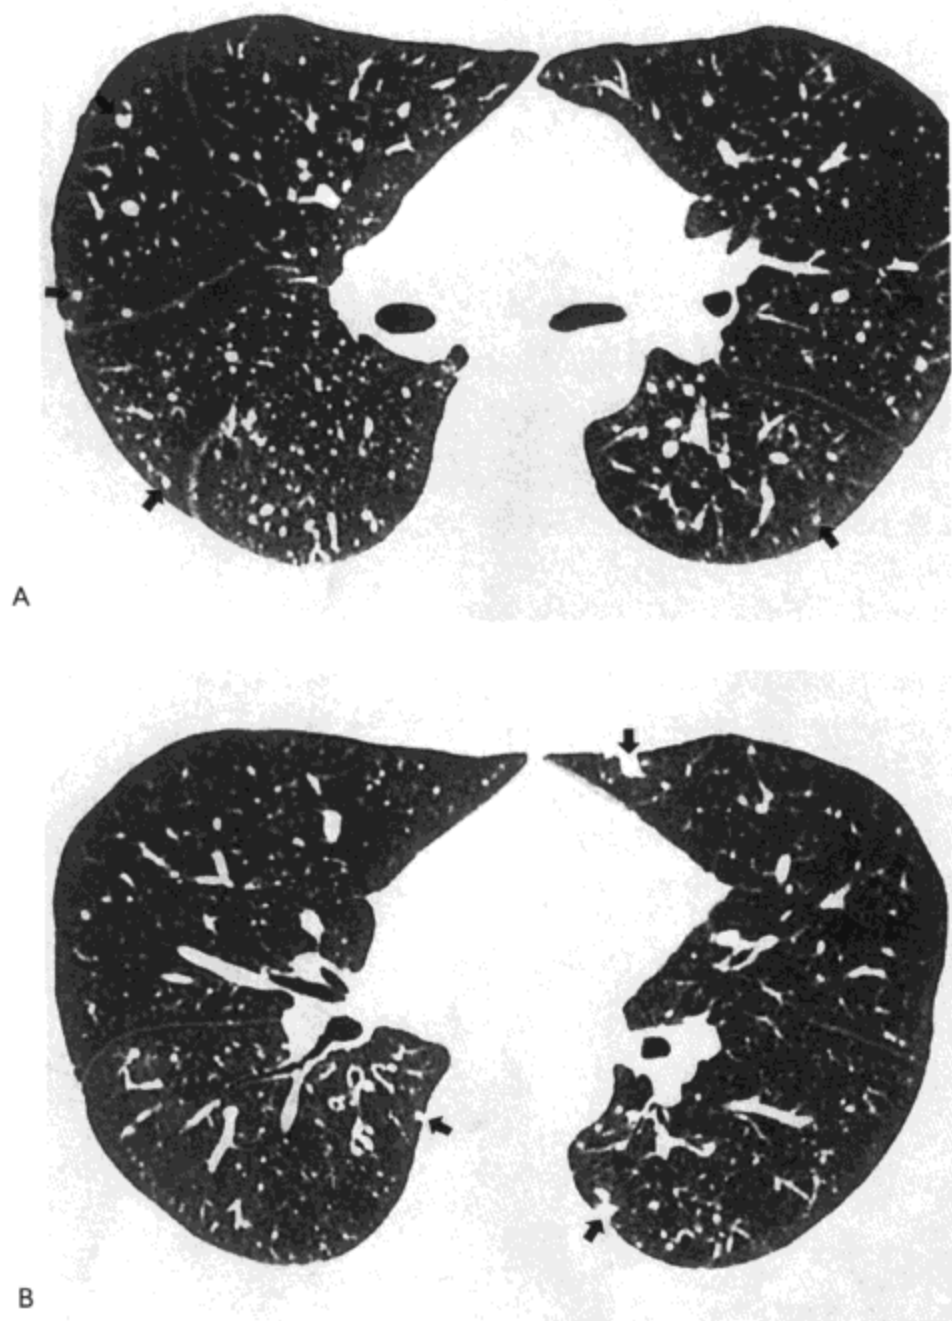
带状疱疹病毒肺炎。A：主支气管水平高分辨率CT影像（1.5mm层厚）示双侧小结节（箭号）位于胸膜下区。B：右中叶支气管水平影像示双肺数枚小结节（箭号）。病人30岁，男性（感谢韩国汉城Kyung Hee大学医院放射科Dong Wook Sung医生提供）。
